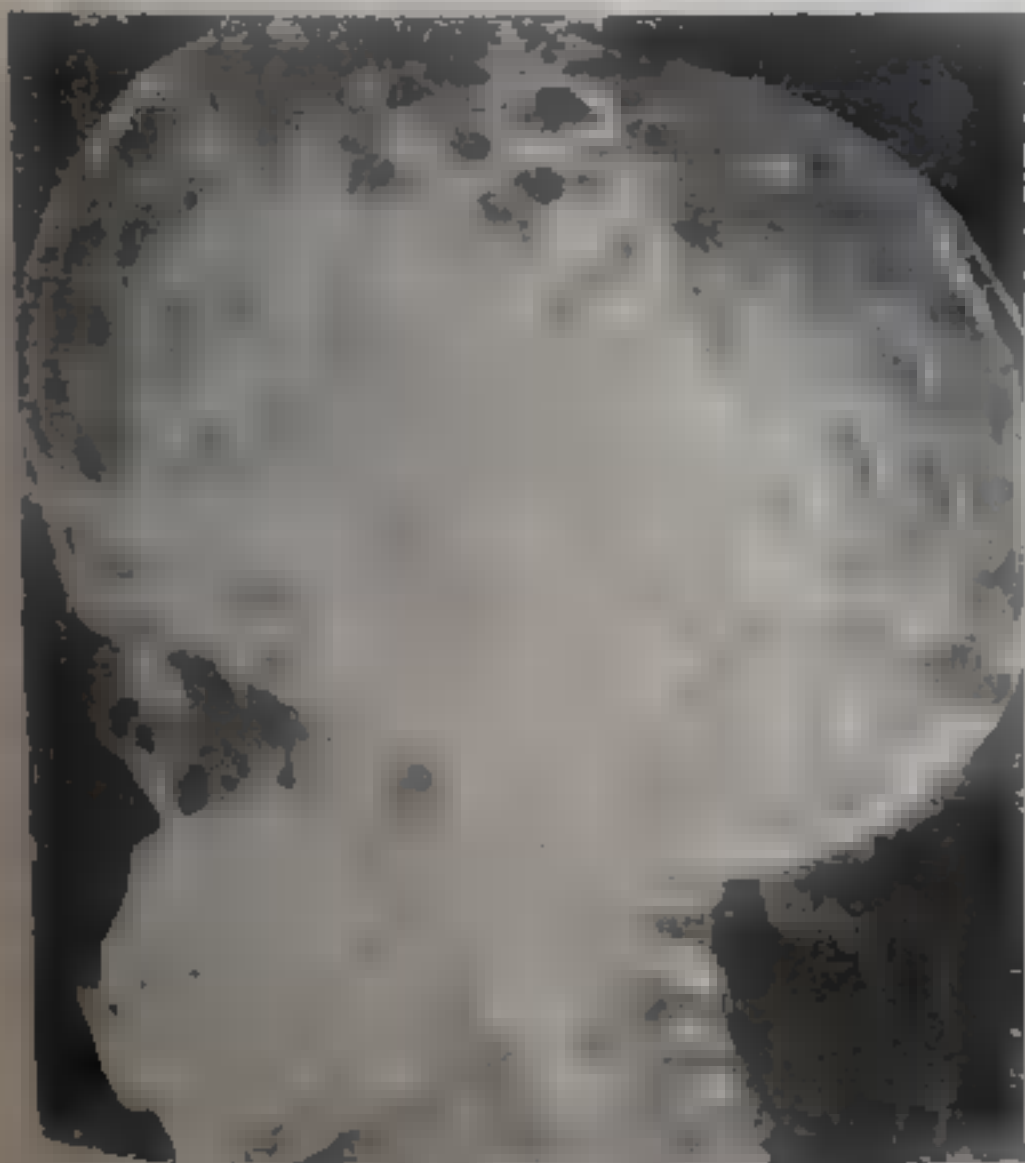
Рентгенограмма черепа ребенка при окцифалгии. Интенсивно выраженные пальцевые вдавления указывают на высокое внутричерепное давление
